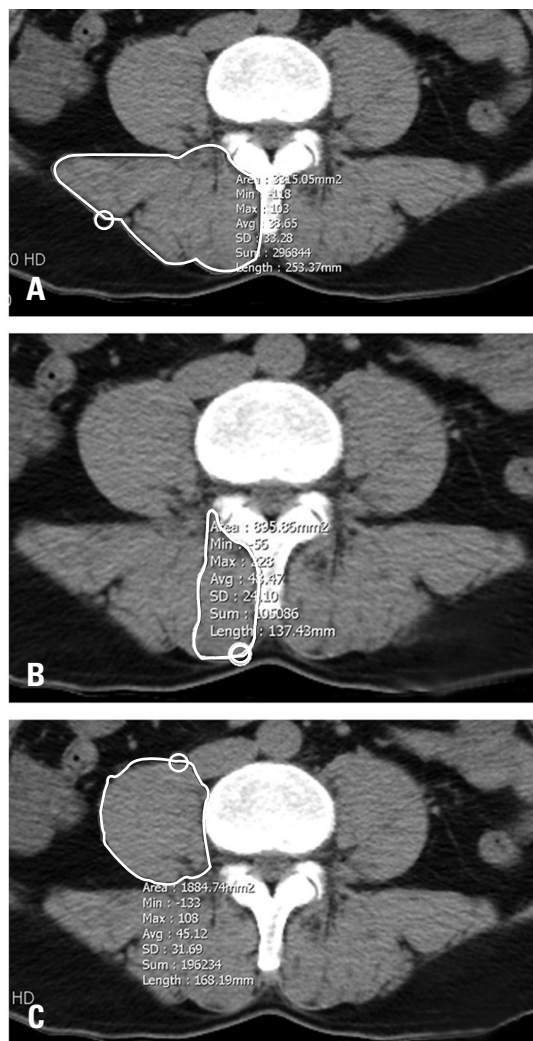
Axial computed tomography scans show area measurements of the erector spinae (A), multifidus (B), and psoas (C) muscles (red, yellow, and violet boundaries, respectively).
